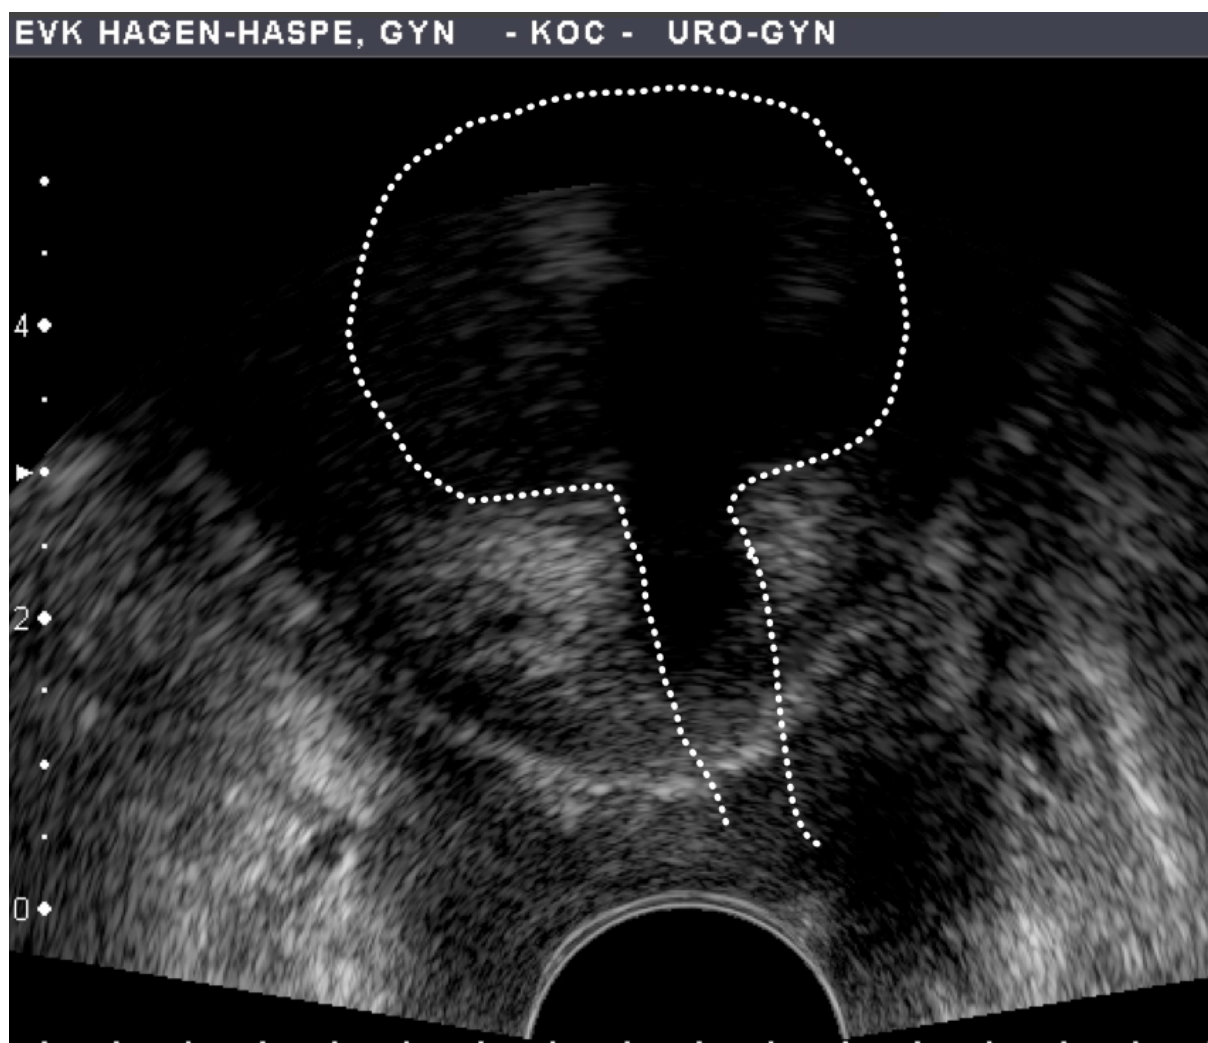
Pelvic Floor-Sonographie in der Frontalebene.
